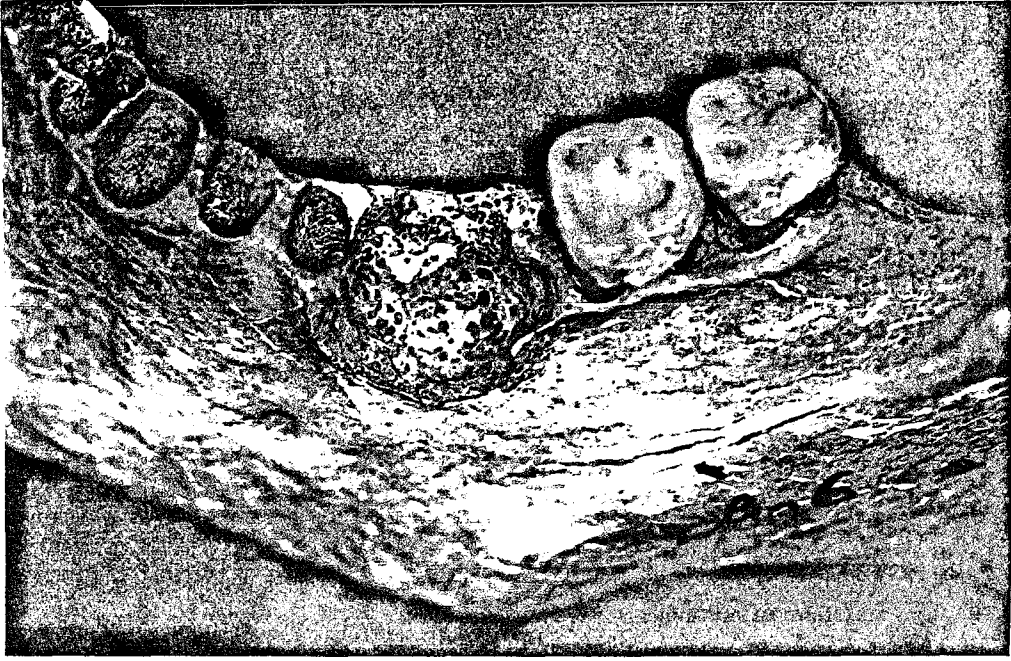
İTK'92 69/19 Nolu Bireyde Gözlenen Şiddetli Diş Aşınması ve Dişözünün Dışa Açılması Örnekleri
